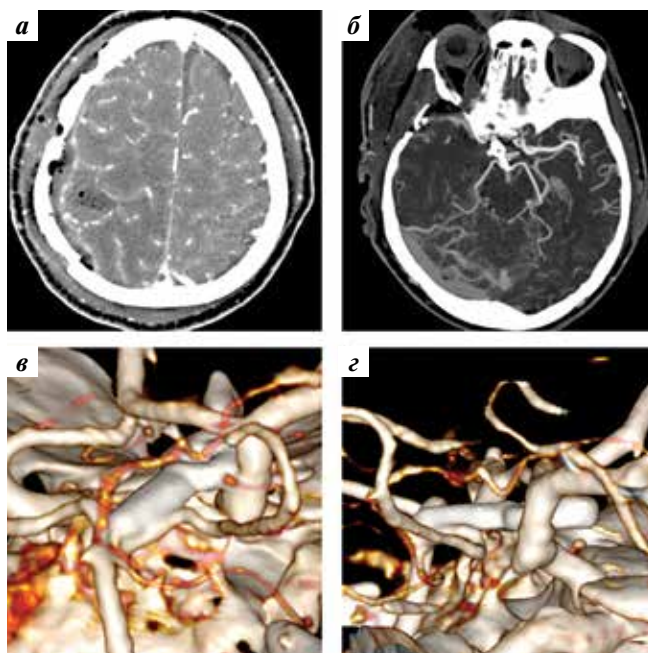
Данные нейровизуализационных исследований после операции: а — спиральная компьютерная томограмма с контрастом: накопления контрастного вещества в области ложа удаленной опухоли не отмечается; б–г — компьютерно-томографическая ангиография: клипс на шейке аневризмы
